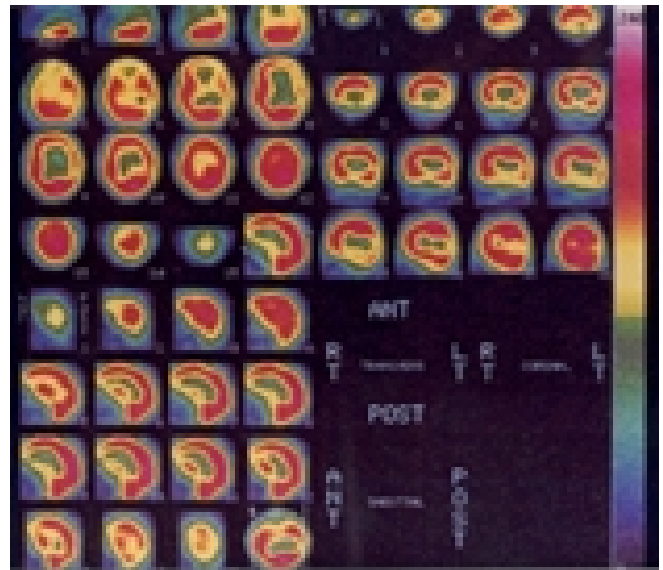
SPECT de cerebro con ^{99m}Tc -ECD, tomografía, en el cuadrante superior derecho (RT) se observan 15 imágenes en cortes axiales, en el cuadrante superior izquierdo (LT) junto a la banda ortocromática vertical, 16 imágenes en cortes coronales. En el cuadrante inferior derecho 16 imágenes en cortes sagitales. El estudio corresponde a una paciente femenina con esquizofrenia paranoide, de 40 años de edad, obsérvese la hiperperusión frontal izquierda con hiperperusión compensatoria (diasquisis) en el cerebelo izquierdo y el aumento de la perfusión en el hemisferio derecho (diasquisis "interhemisférica").
